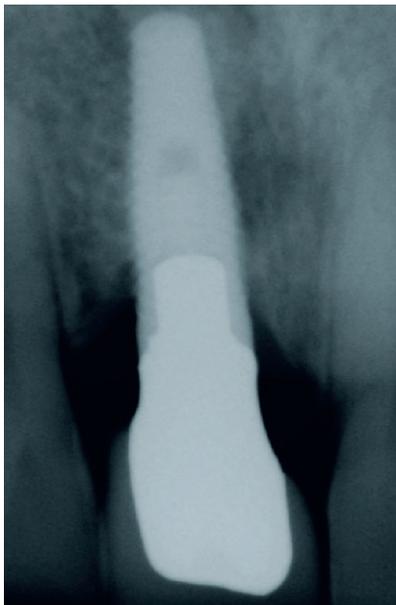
Röntgeneinzelbild in Rechtwinkeltechnik. Der Knocheneinbruch rechts distal beträgt ca. 5 mm unterhalb der Implantat-Abutmentschulter.
